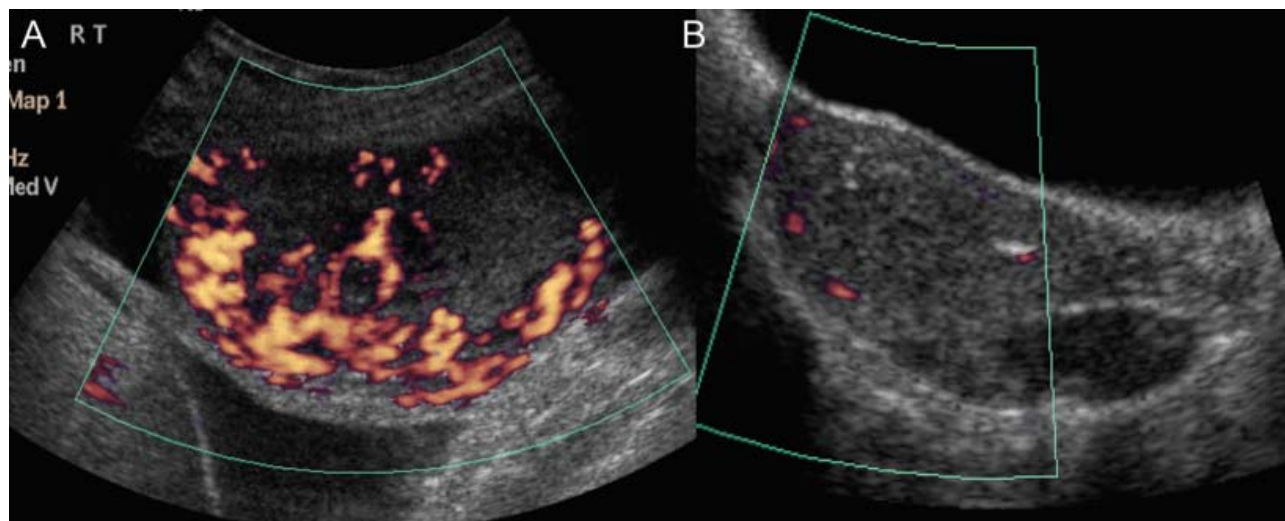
Aspect D'une MTP Post Molaire A L'échographie Couplée Au Doppler (A Avant Chimiothérapie ; B Après Traitement) [71]
